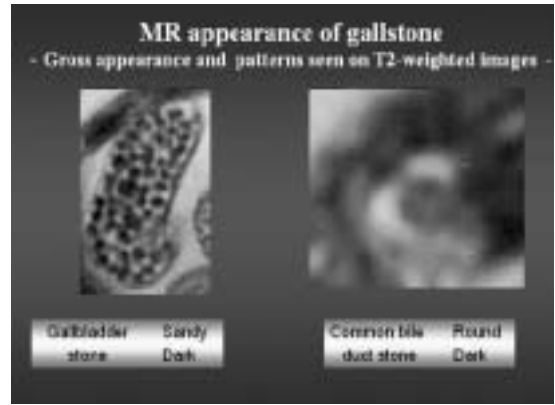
Magnetic resonance cholangiography (MRC) images showing the different gross appearance but same pattern in both gallbladder and bile duct. The gallbladder stones showed sandy appearance and dark pattern whereas the bile duct stones showed round appearance and dark pattern.
